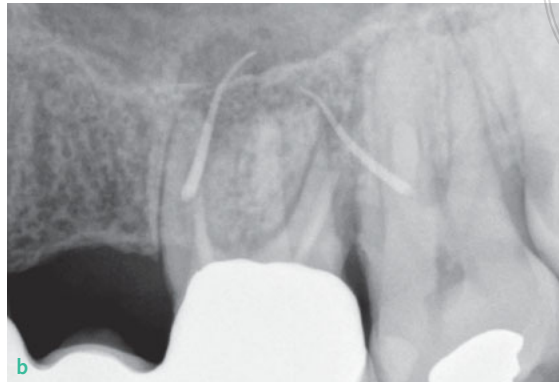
Am Zahn 26 sind nach Wurzelkanalbehandlung und Wurzelspitzenresektion palätinal zwei Fistelkanäle nachzuweisen. Mit Guttaperchastiften als Kontrastmittel wird die Kommunikation zur periapikalen Aufhellung kontrolliert (a) und mit der intraoralen Röntgenaufnahme nachgewiesen. Die Bestätigung einer VRF liegt jedoch nicht vor (b).
